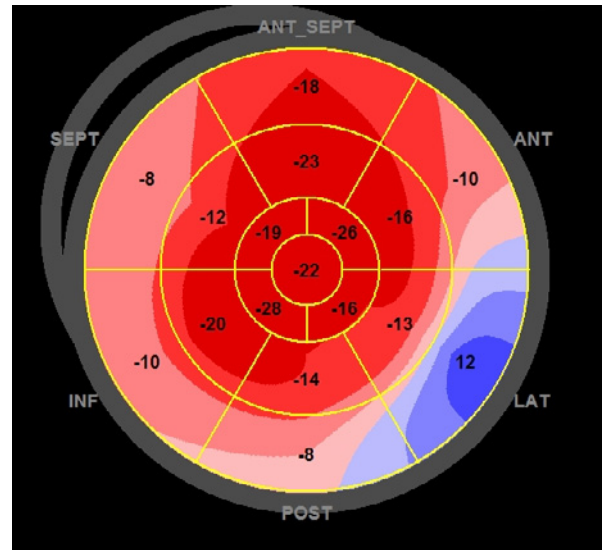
圖一：斑點追蹤心臟超音波追蹤整個心搏週期心肌纖維的初始位置及最終位置得到心肌纖維的實際距離變化量。
